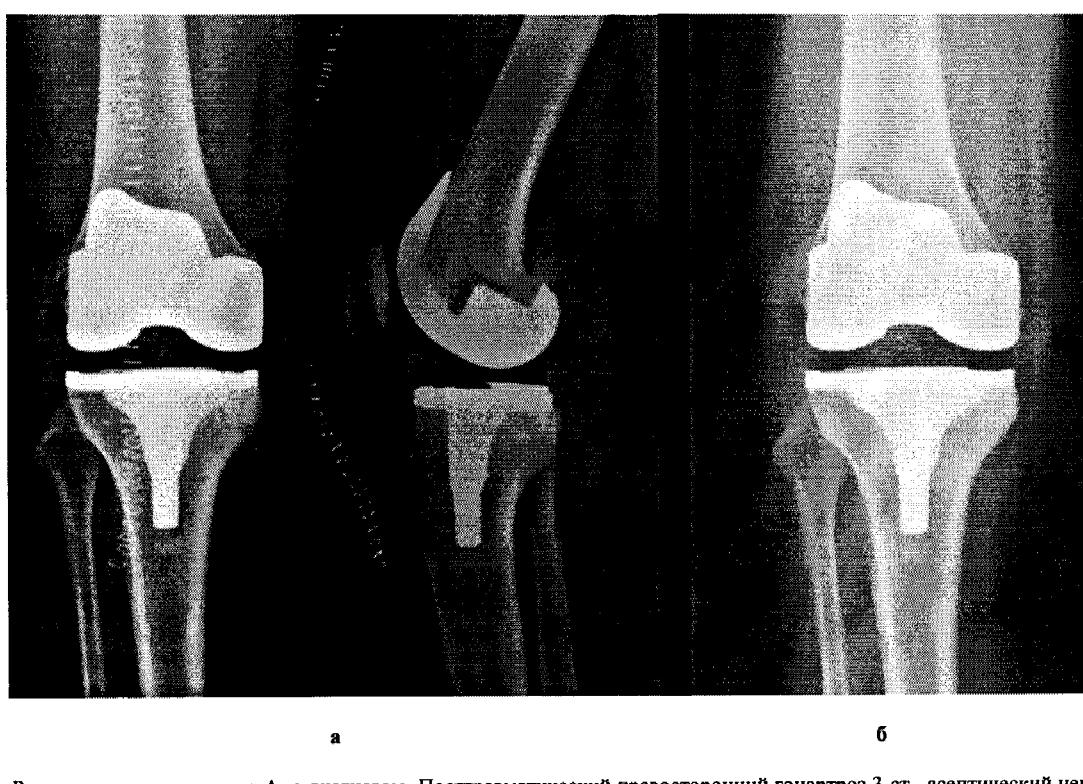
Рентгенограммы пациента А. с диагнозом Посттравматический правосторонний гонартроз 3 ст., асептический некроз медиального мыщелка правой большеберцовой кости 4-5 ст., состояние после ТЭКС с комбинированной пластикой костного дефекта, ФН 2 ст.: а – после операции; б – через 3 года после операции
